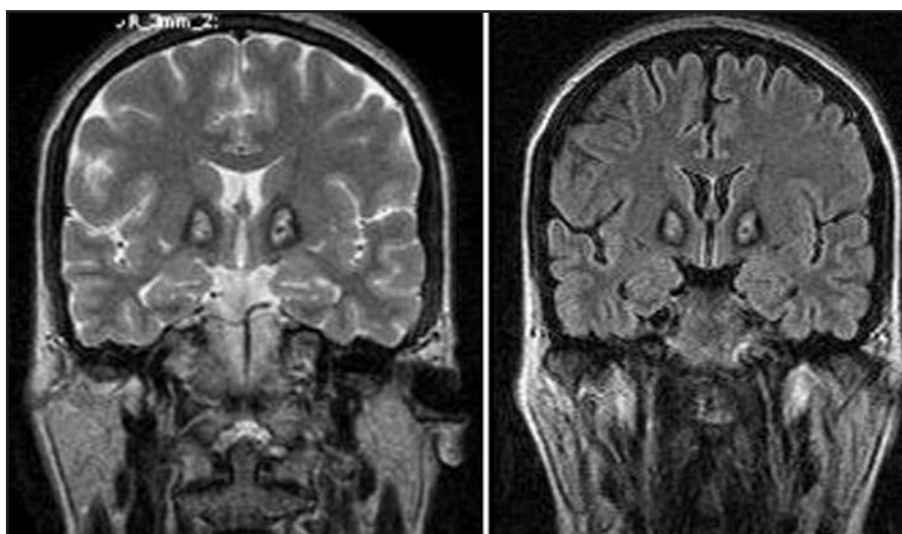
A) Imagem de ressonância magnética coronal, seqüência Spin Echo ponderada em turbo T2. B) Imagem de ressonância magnética coronal, FLAIR.
